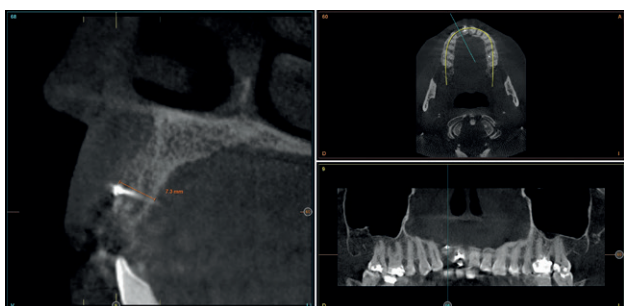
Cone-Beam de planificación donde se observa una regeneración completa del defecto.
